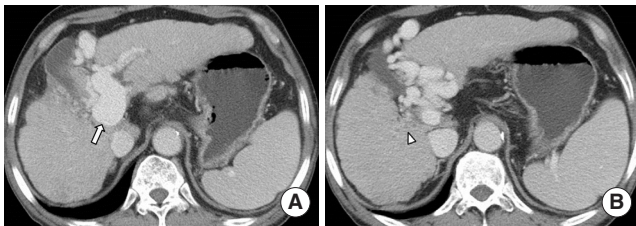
Aneurysm of the portal venous system in 69-year-old man with liver cirrhosis. (A) Contrast enhanced CT image shows aneurysmal dilatation of the extrahepatic portal vein with 28 mm in diameter (arrow). (B) CT images show liver cirrhosis, splenomegaly, recanalization of paraumbilical vein, suggestive of portal hypertension. Right portal vein thrombosis with cavernous transformation (arrowhead) is also noted. CT, computed tomography.
